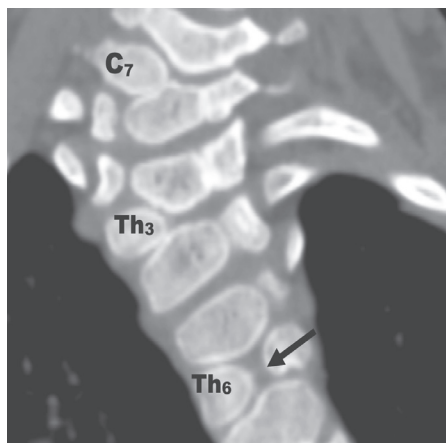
Шейный (C₇) и грудной (Th₃) полупозвонки, бабочковидный позвонок Th₆ во фронтальной проекции (костный дефект указан стрелкой). Компьютерная томограмма
